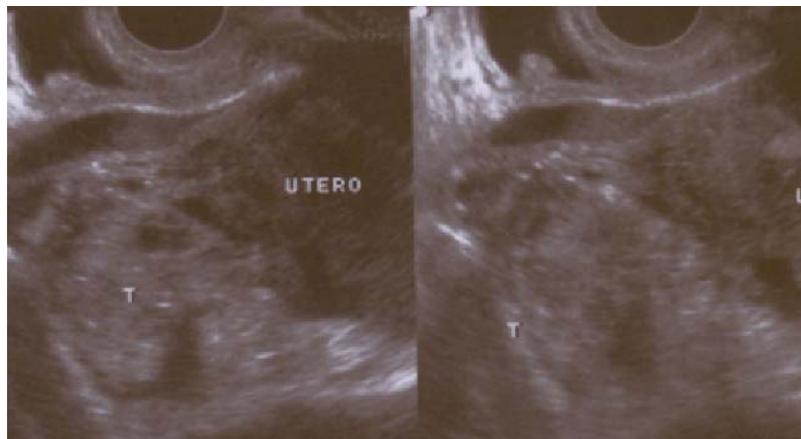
Ecografía transvaginal de un adenocarcinoma papilar
